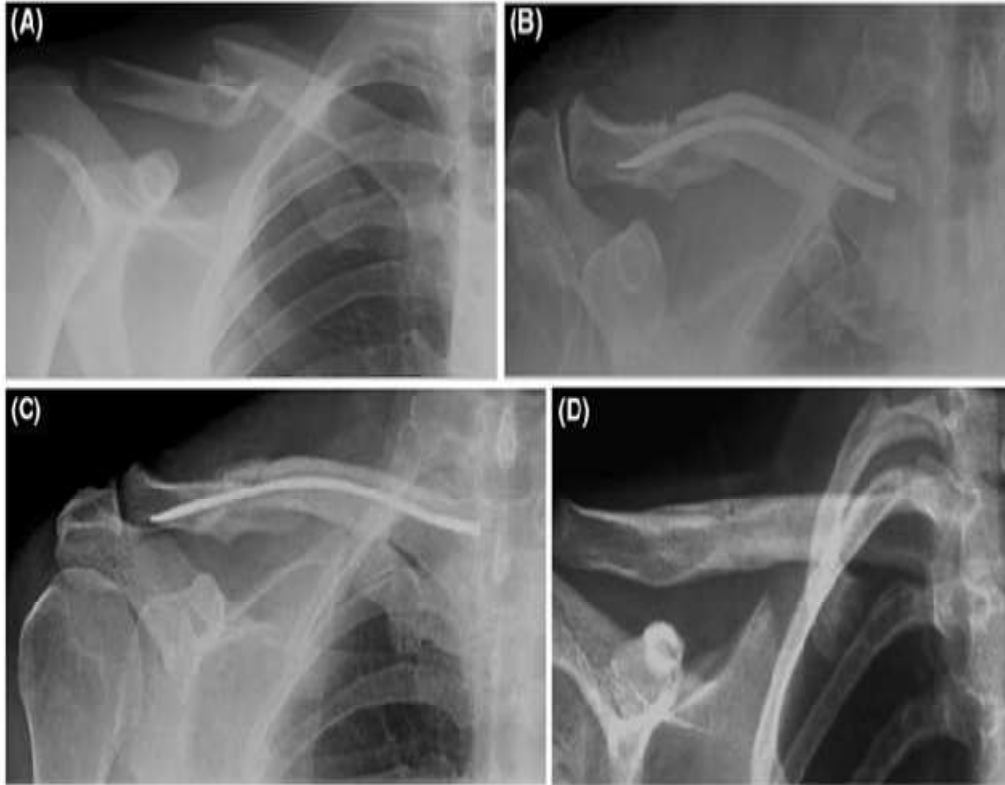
Images radiographiques de face montrant les différentes phases A, B, C, D illustrant successivement fracture, enclouage élastique puis consolidation après ablation de l'implant.
